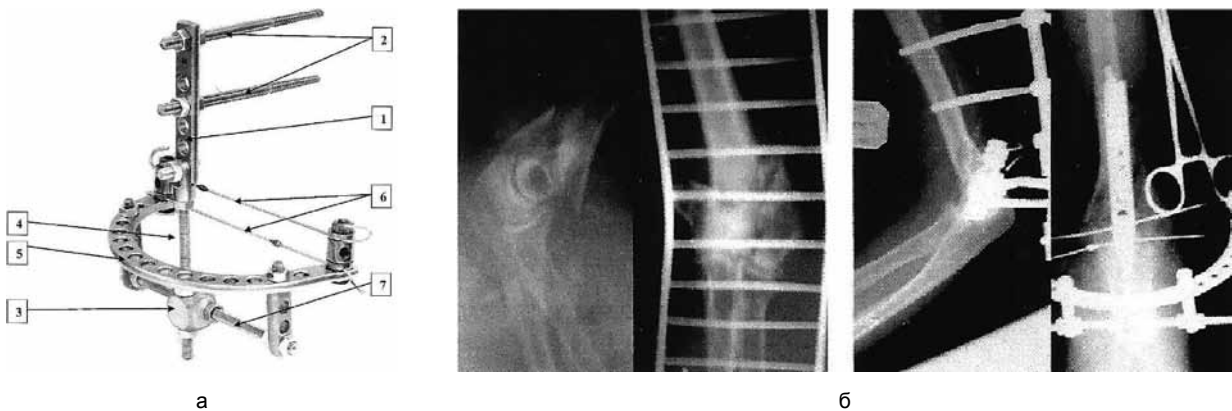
а — оригинальное устройство (патент РФ № 74798): 1 — проксимальная опорная планка с отверстиями, 2 — резьбовые чрескостные стержни, 3 — репозиционный узел, выполненный в виде ползунка, 4 — резьбовой конец, 5 — дистальная дуговая опора, 6 — спицы; б — рентгенография плечевой кости больной П. после получения травмы и после чрескостного остеосинтеза (патент РФ № 74798)
